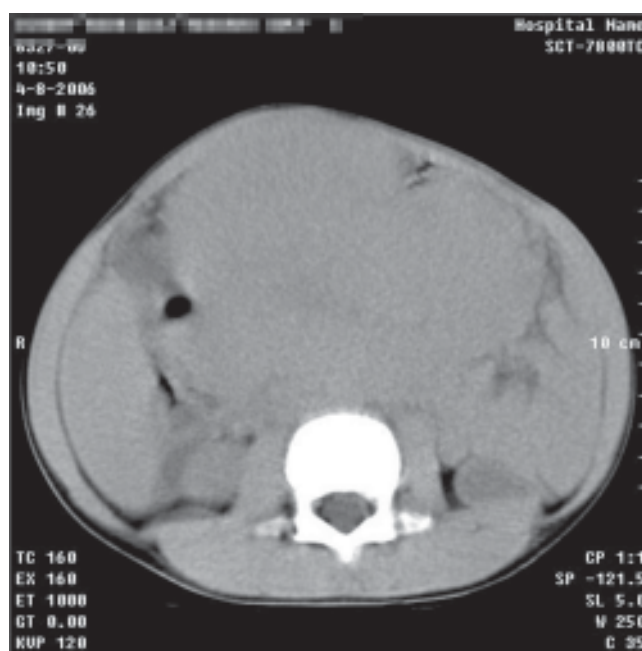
Linfoma no Hodgkin abdominal (TAC, vista transversal que muestra una enorme masa tumoral).
